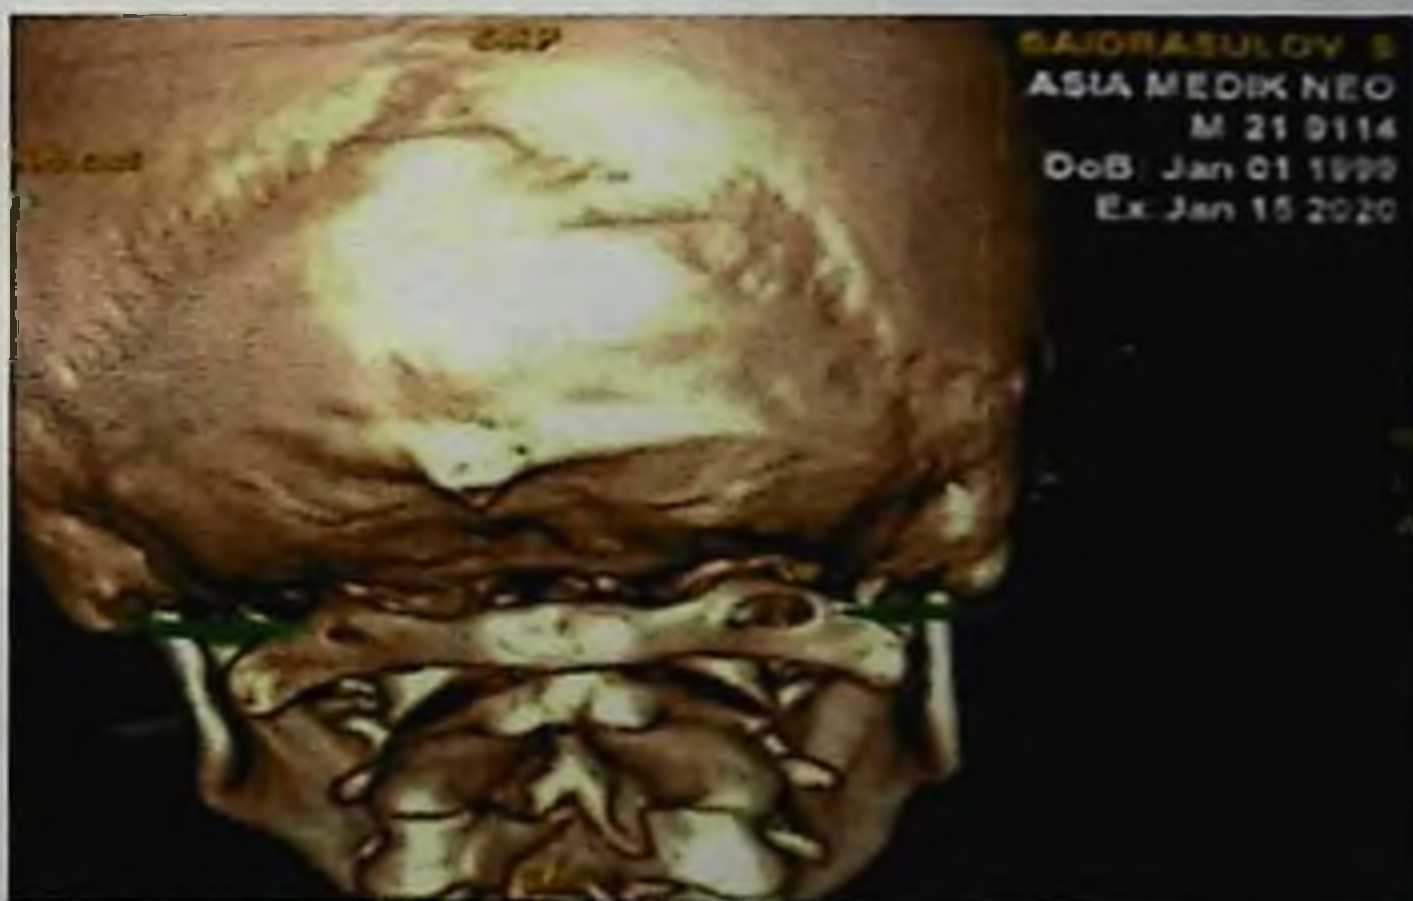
Пациент С., 21 год. МСКТ. Краниовертебральный отдел. 3D реконструкция. Замкнутое латеральное костное кольцо атланта с обеих сторон (указано стрелками).
